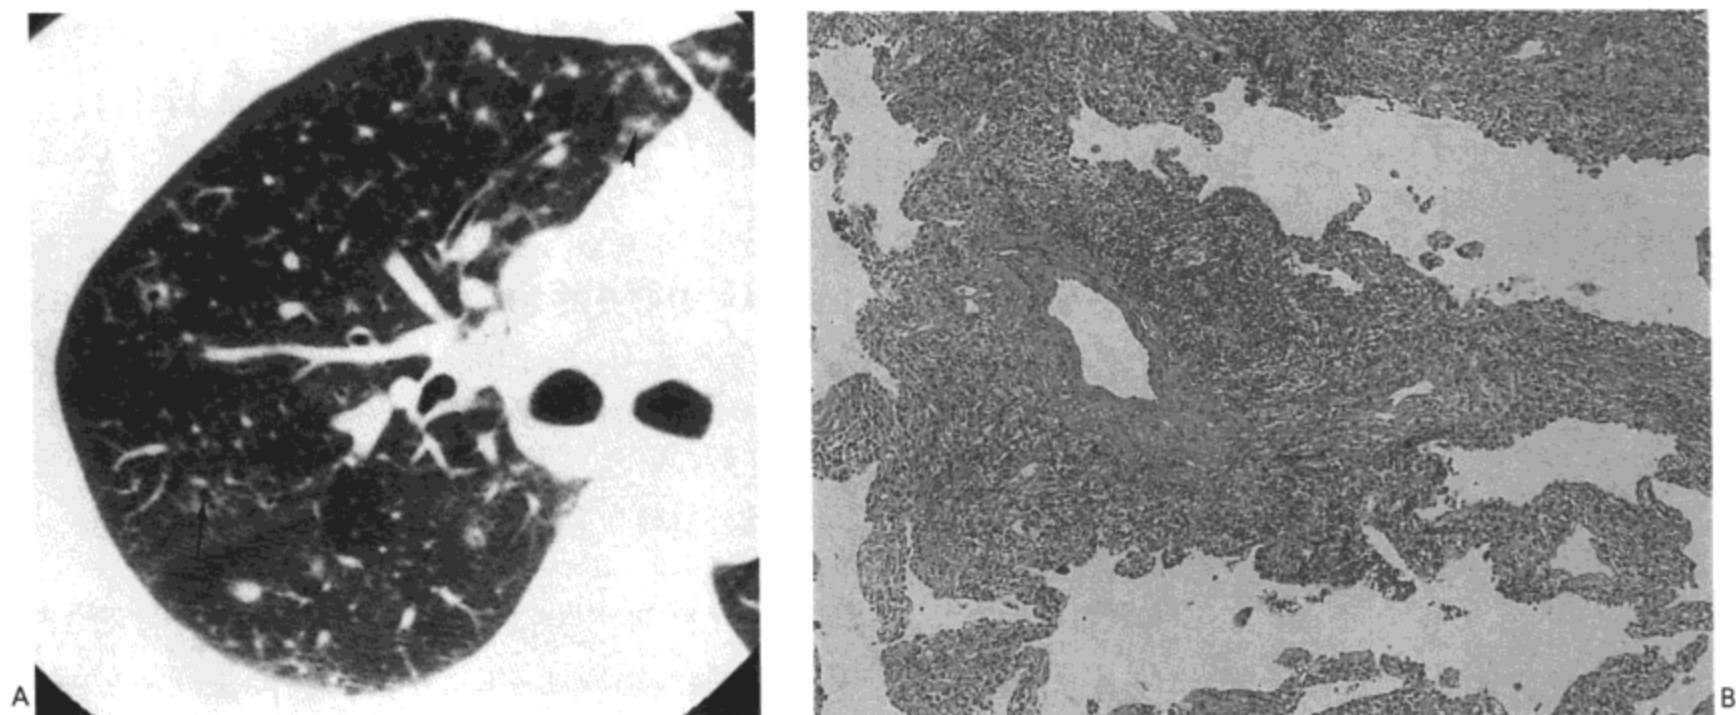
Sjögren 综合征-淋巴细胞性间质性肺炎。A: 高分辨率CT影像示小囊(箭号), 模糊的小叶中心结节影(箭头), 与片状磨砂玻璃样密度区。B: 光镜显微照像示支气管周围与血管周围间质内淋巴细胞, 浆细胞与组织细胞的密集浸润, 肺泡壁内的浸润范围较小。病人女, 28岁。
